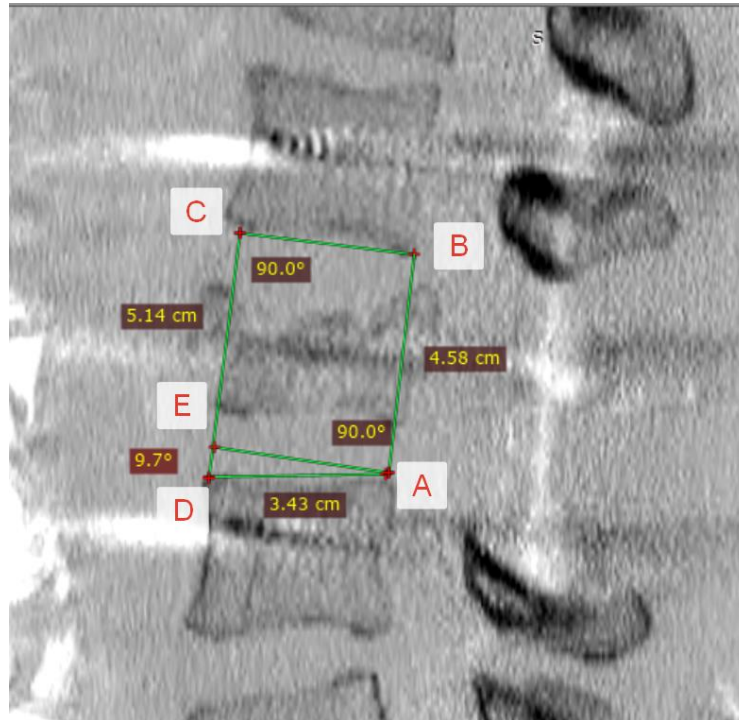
СКТ пациента Д.: срединный сагиттальный срез позвоночника после операции
